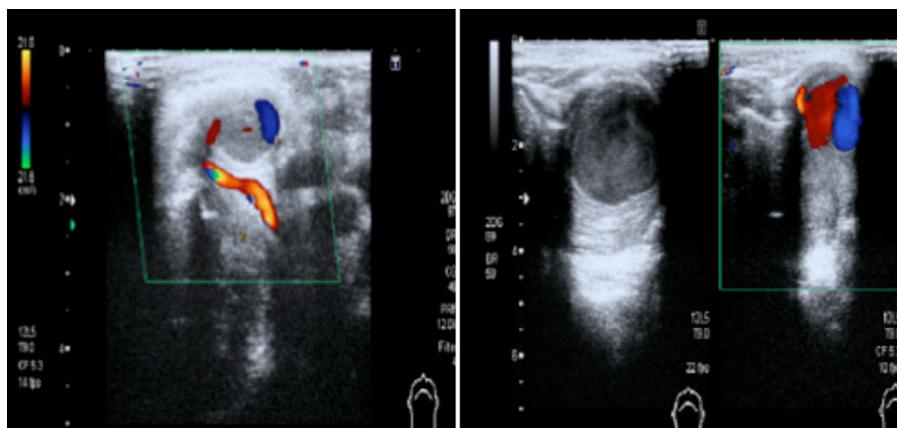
Ecografía troncos supraaórticos donde se visualiza la presencia de imagen típica den Ying yang de pseudoaneurisma.
